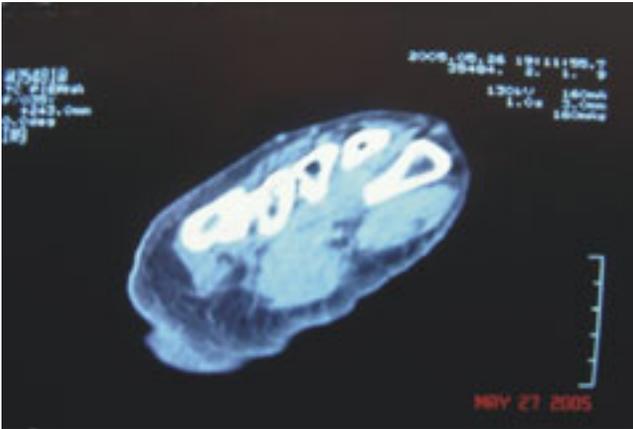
TAC pie izquierdo se observa sólo engrosamiento de plano superficial de tejidos blandos.
